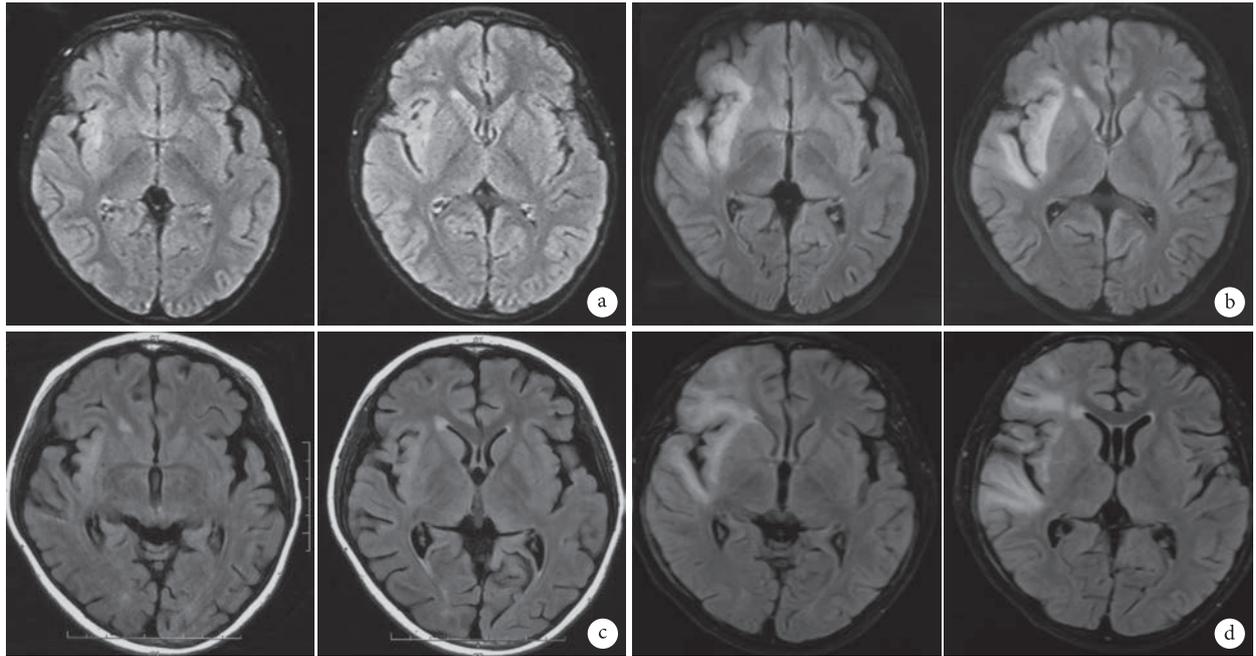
1例5岁男性患儿发病后不同时间段的头颅MRI Flair像表现
